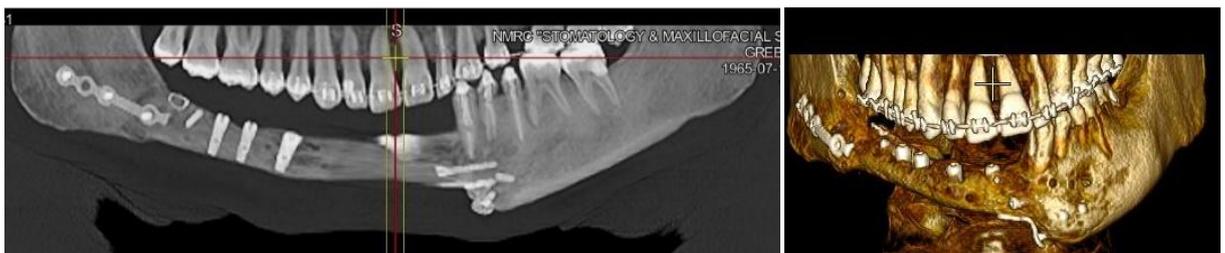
КТ пациента после проведенной операции остеотомии нижней челюсти с последующей операцией дентальной имплантации
